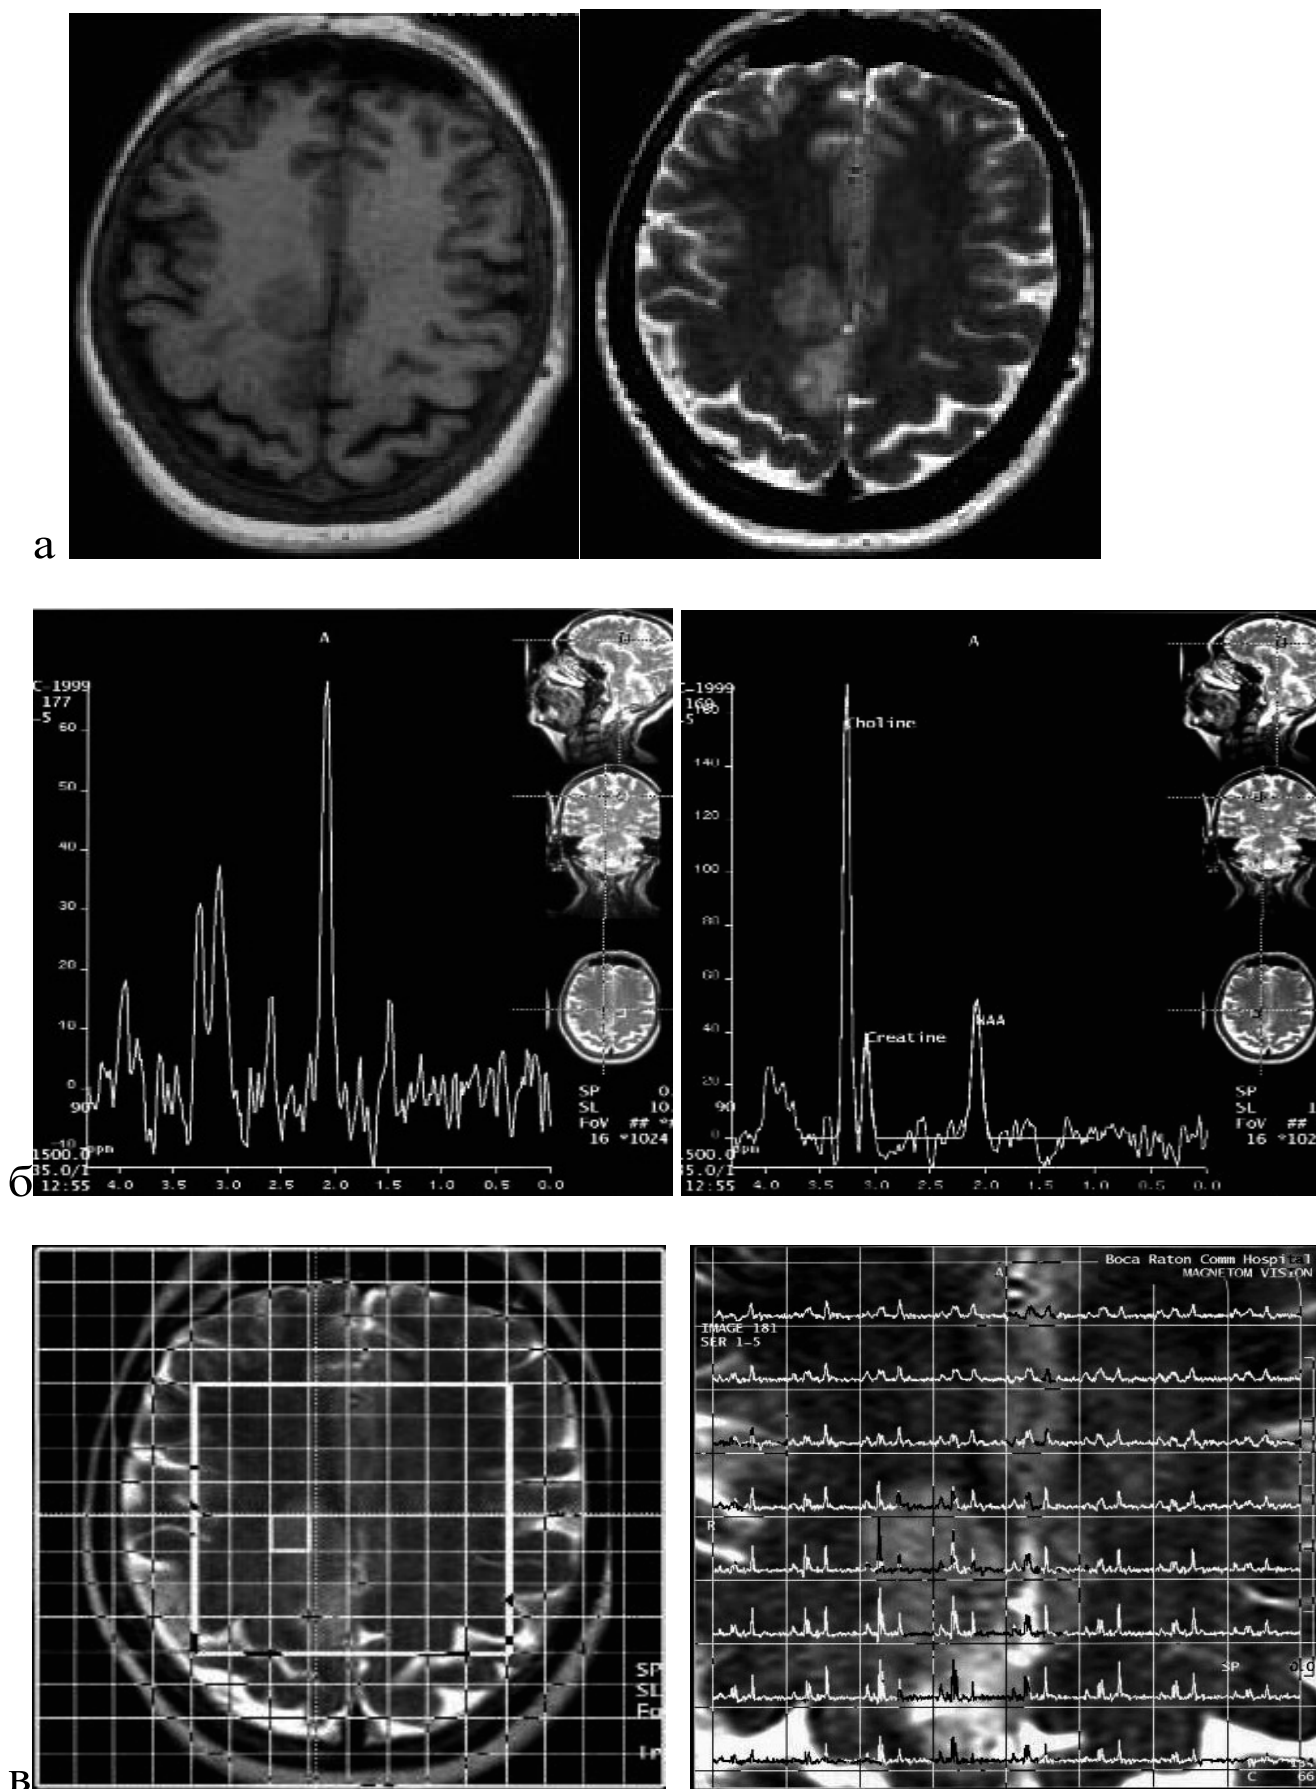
МРТ в режимі T_1 та T_2 (а), МРС (б, в).
